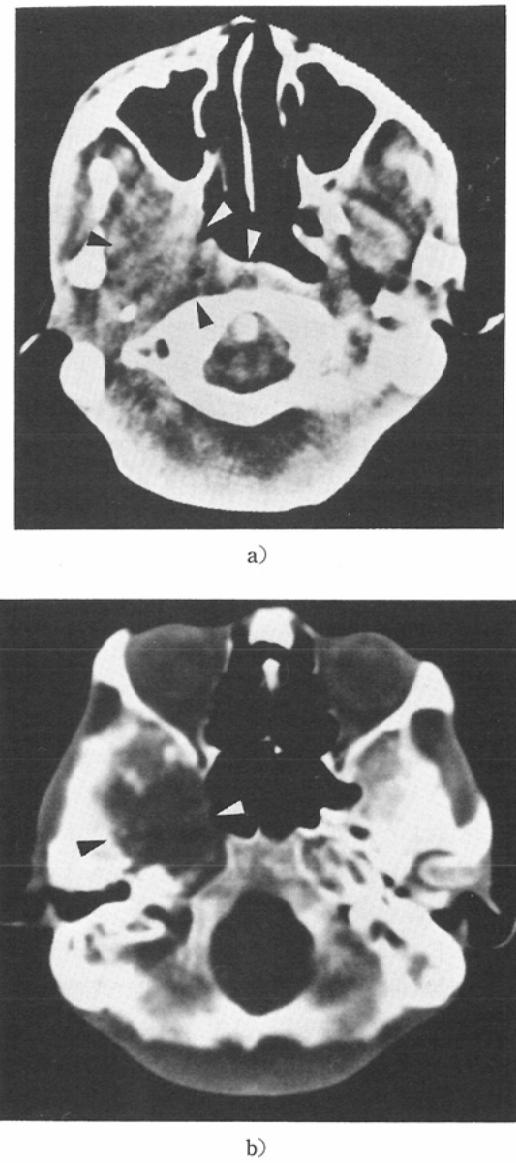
Case 3 (No. 2 in Table 2): a) CT scan reveals recurrent lesion in the parapharyngeal space (arrowheads). b) Following radiotherapy mass is reduced in size, however bony destruction is residual on the greater wing of the sphenoid bone (arrowheads).
